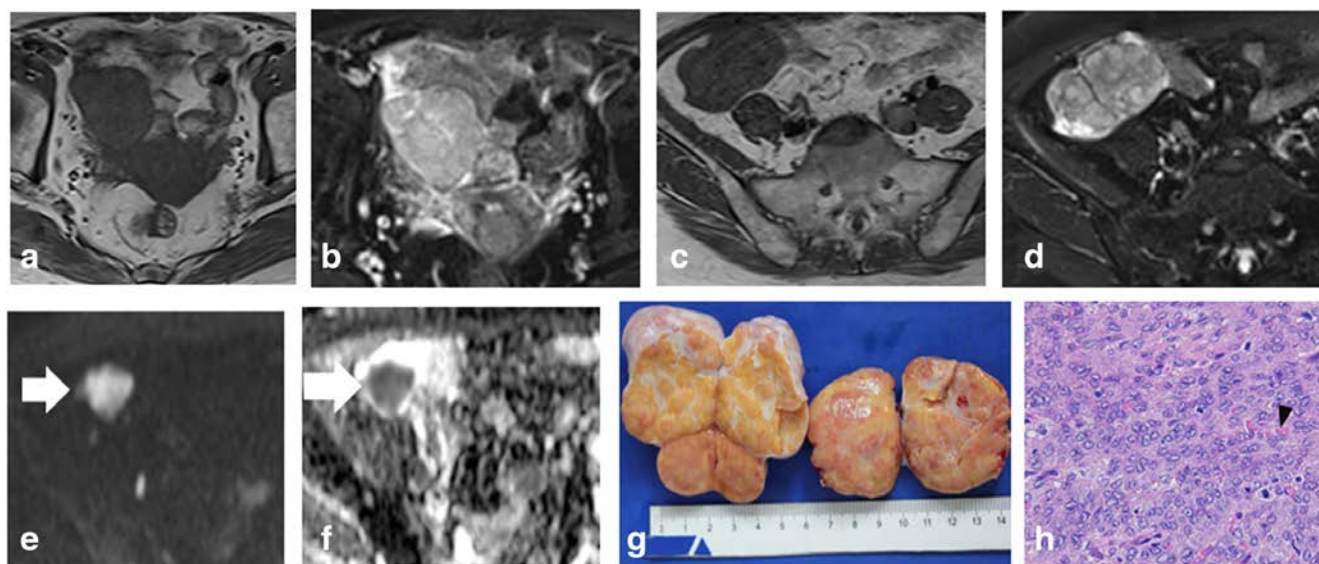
Tumeur de la Granulosa. Il existe des masses ovoides solides sur la région annexielles droite (A et B) et la fosse iliaque droite (C et D). Deux lésions apparaissent sous forme de signaux similaires avec un signal intermédiaire à la fois sur T1 (A et C) et T2 (B et D) avec une capsule intacte. Sur l'image DWI (e), la masse au niveau de la fosse iliaque droite, le signal est relativement élevé (flèche) et faible sur la carte ADC (f). Le spécimen révèle la masse jaune, solide avec capsule lisse et un septa mince (g). (98)
